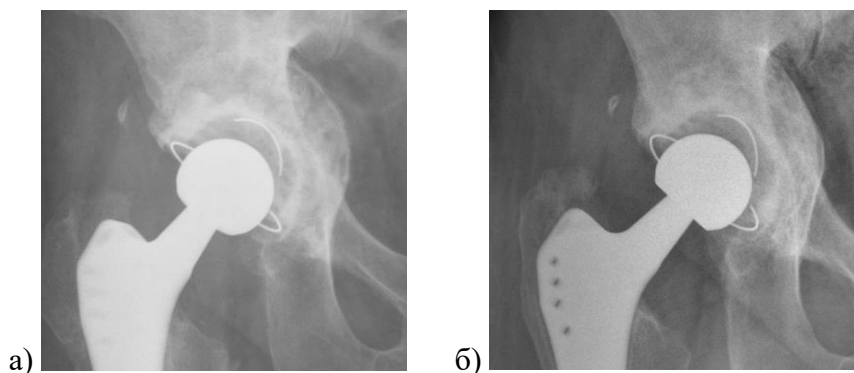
Клинический пример полной рентгенологической перестройки трансплантата у пациента К. 46 лет, за период наблюдения 34 мес.: а – контрольная рентгенография правого тазобедренного сустава после ревизионного эндопротезирования с применением ИКП дефекта вертлужной впадины типа II по AAOS, 3В по Paprosky; б – контрольная рентгенограмма правого тазобедренного сустава через 34 мес., рентгенологически отмечается гомогенная структура с трабекулярным рисунком, переходящим с нативной кости на область КИМ
